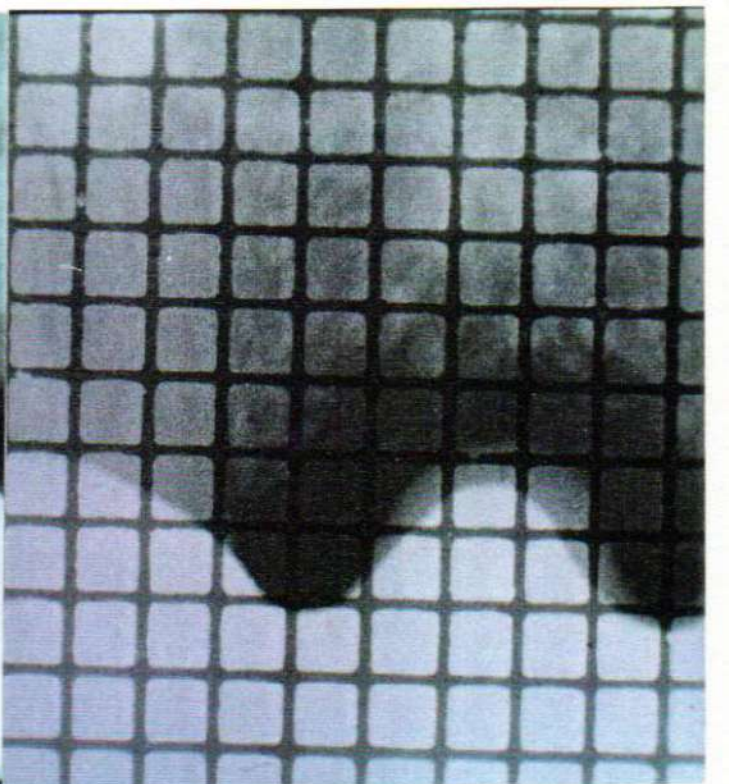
Caso Clínico No.13. Radiografía periapical de control a los 3 años.
